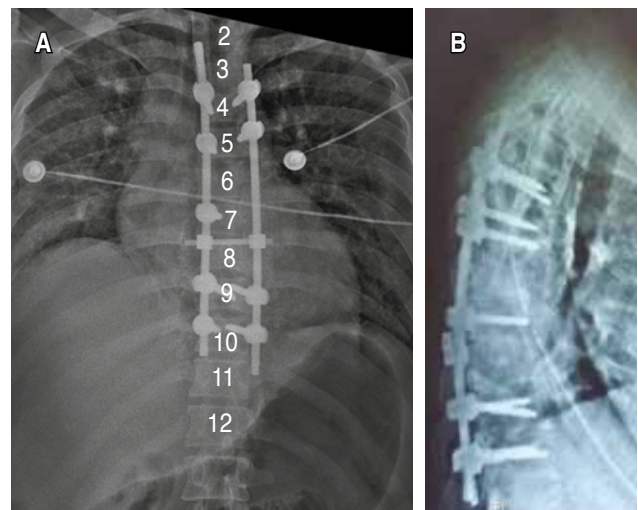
Radiografía torácica postoperatoria en proyecciones anteroposterior (A) y lateral (B) de la columna torácica.
